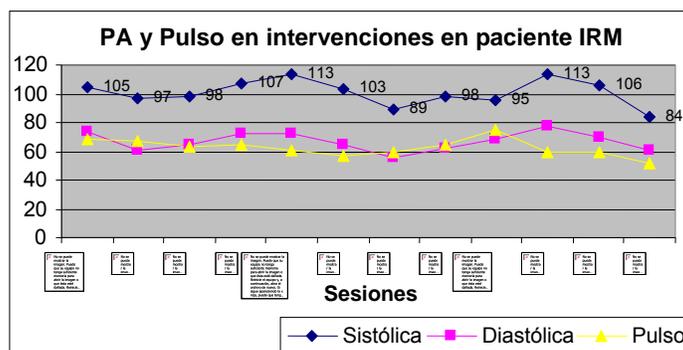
Presión arterial, y pulso durante intervenciones en paciente IRM.
